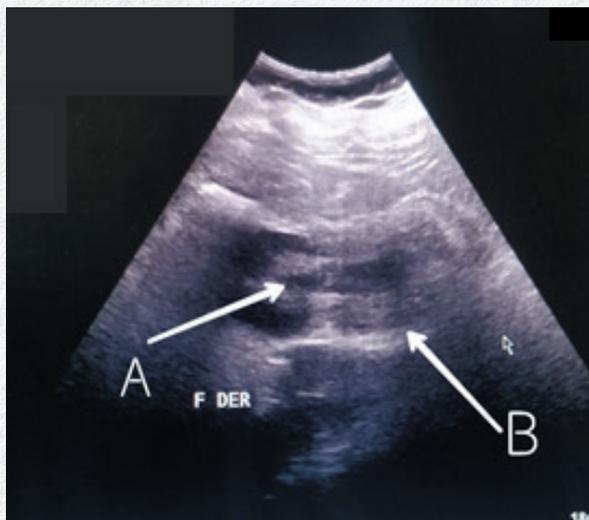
Ecografía abdominal en un corte longitudinal. Se observa el "signo del sándwich". A: Las capas externas representan los miembros evertidos del *intususceptum*. Las finas bandas ecogénicas representan el mesenterio acompañante (B)
